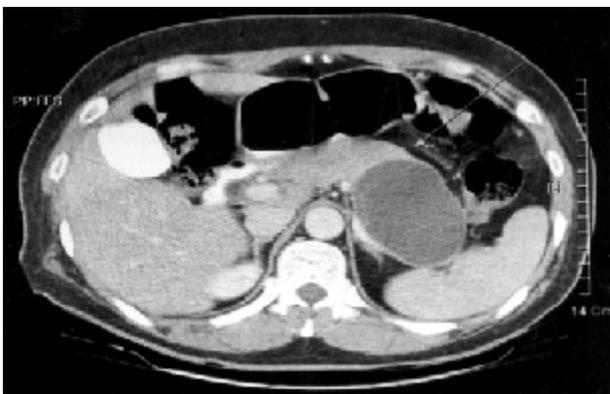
This abdominal CT scan shows the 7 cm cystic mass at tail of pancreas.
